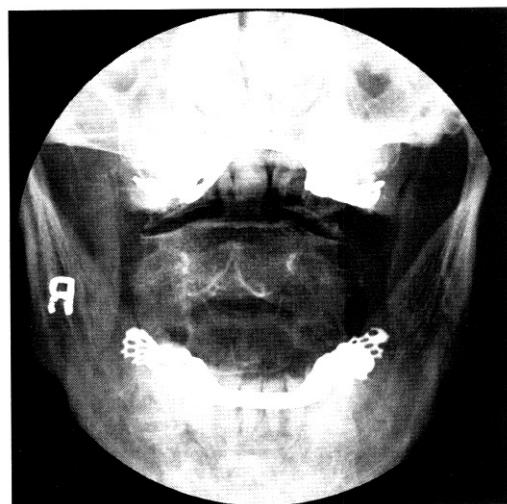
Open mouth anteroposterior radiograph does not demonstrate any significant degenerative changes like joint space narrowing and subchondral sclerosis.
